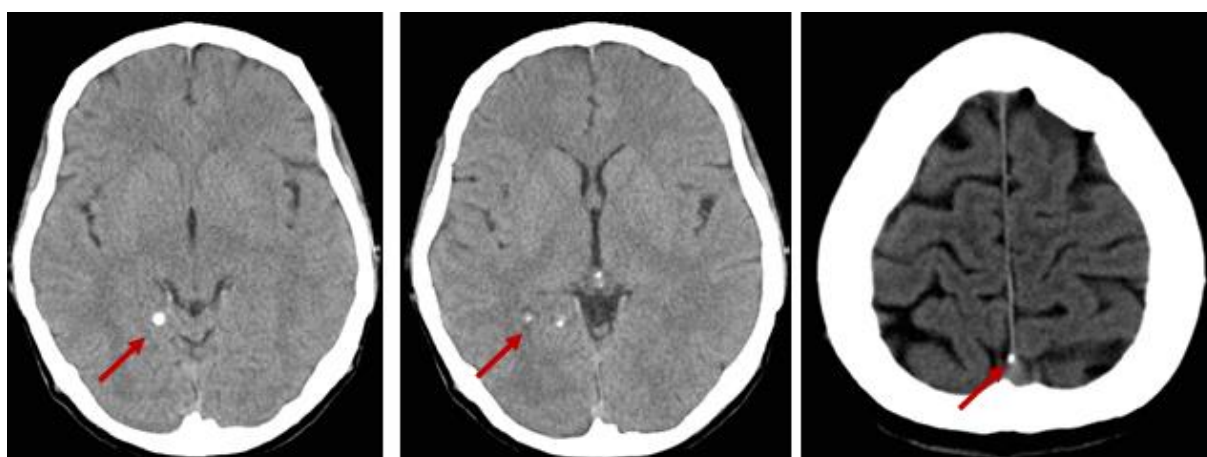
CT cerebral. NCC. Calcificate în regiunea sulcusului temporo-parietal dreapta
